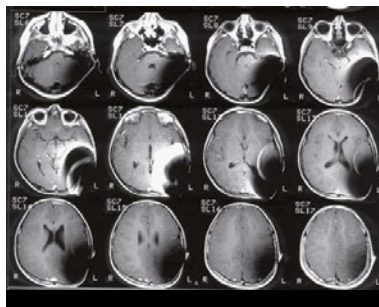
Images IRM obtenues avec un appareil à 1,5 T (enfant de 8 ans)
